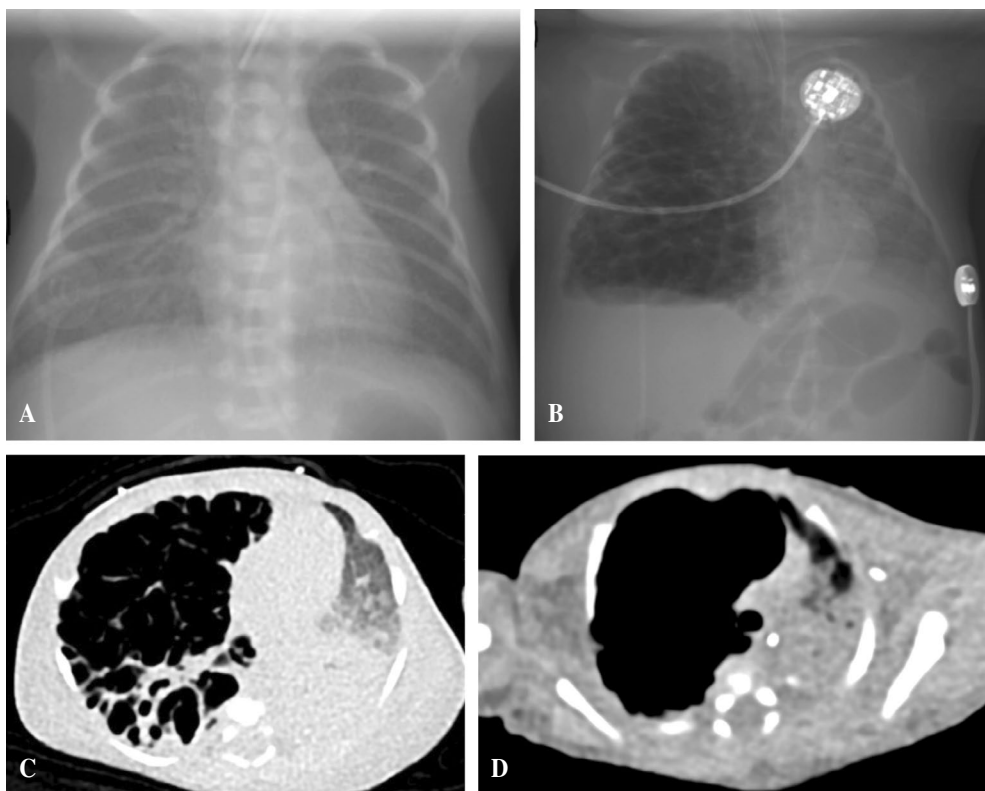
Evolución de las pruebas de imagen. A) Rx tórax, 24 h de vida: patrón compatible con enfermedad de membrana hialina, sin signos de enfisema intersticial. B) Rx tórax, 26° día de vida: extenso enfisema lobar intrínseco derecho con desplazamiento mediastínico y atelectasia de pulmón izquierdo. C) TC torácica: enfisema pulmonar derecho con atelectasia pulmonar izquierda. D) TC torácica, corte apical: bulla apical derecha con desplazamiento mediastínico.
